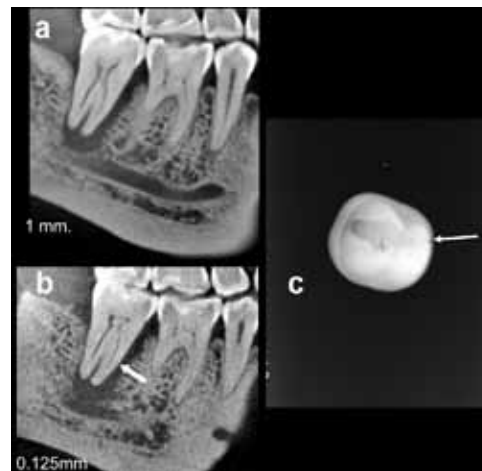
a) corte con 1mm de grosor, b) corte con 0,125mm de grosor, c) radiografía retroalveolar de la pieza extraída.
